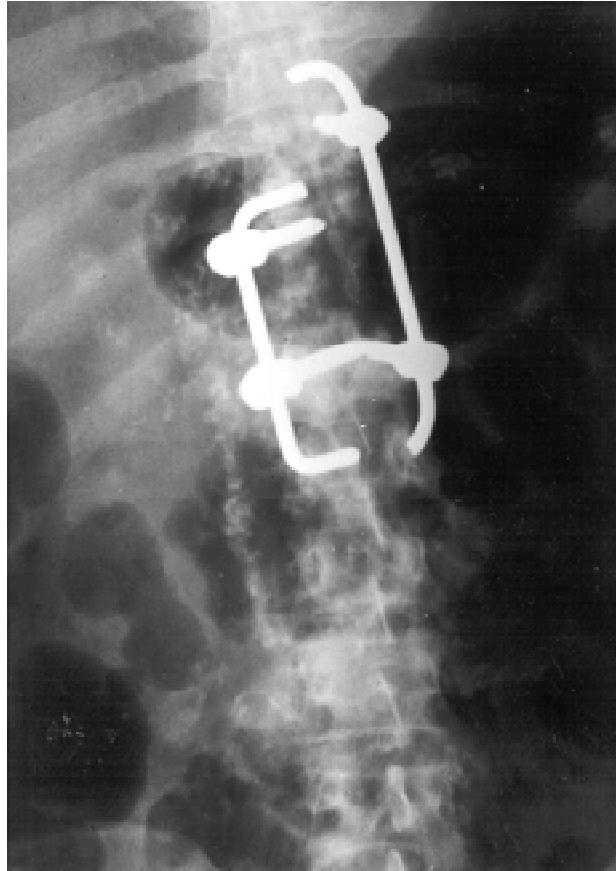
Radiografía AP de columna vertebral torácica que se abordó posterolateral con fijación transpedicular en el mínimo tiempo quirúrgico.
